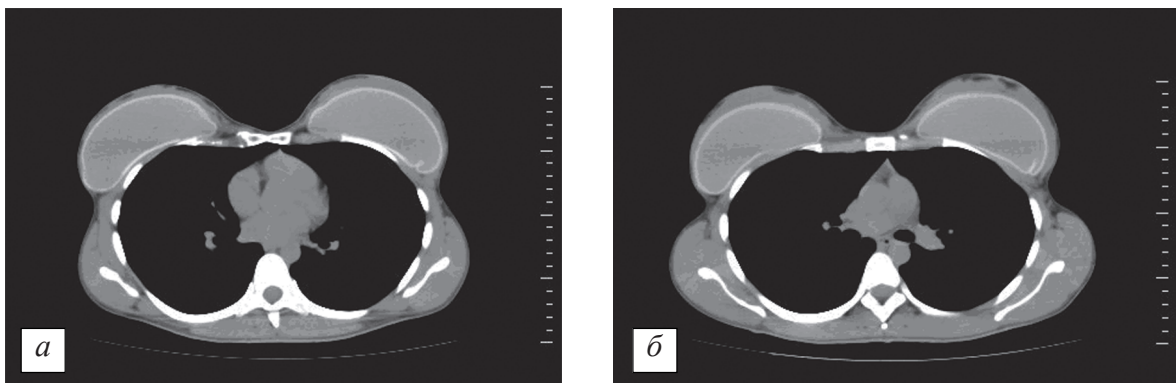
Пацієнтка Б., 29 років (основна група спостереження). Мультиспіральна комп'ютерна томографія молочних залоз разом із встановленими силіконовими імплантатами: а – 1 рік після аугментаційної мамопластики; б – 2 роки після аугментаційної мамопластики
